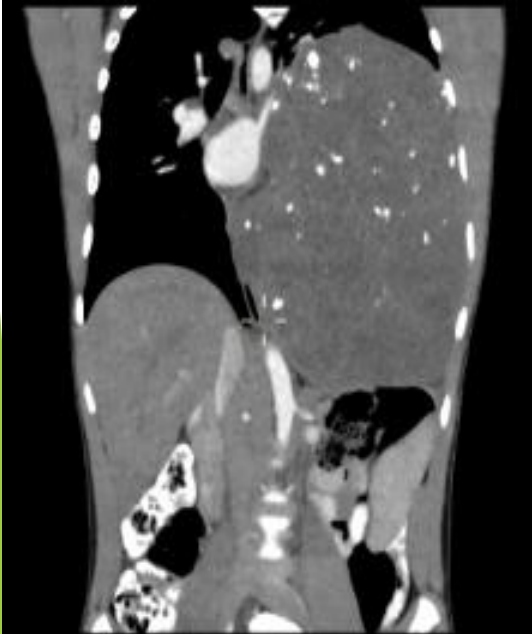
TC DE TÓRAX CON CONTRASTE EV. Voluminosa formación sólida de densidad heterogénea, con calcificaciones en su interior, que no muestra realce tras la administración de contraste EV. Sin evidencia de signos de infiltración de las estructuras adyacentes, no presenta relación con los neuroforámenes.
